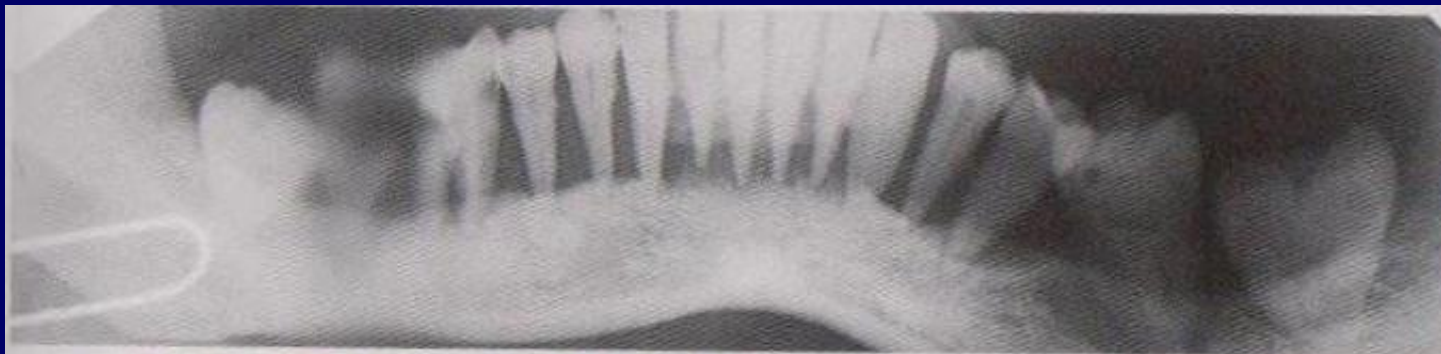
Увеличенная панорамная рентгенограмма нижней челюсти. Межзубные перегородки полностью резорбированы (3-я степень). Глубокие зубодесневые карманы у 37, зуб наклонен кпереди, глубокий кариес коронки 47.
